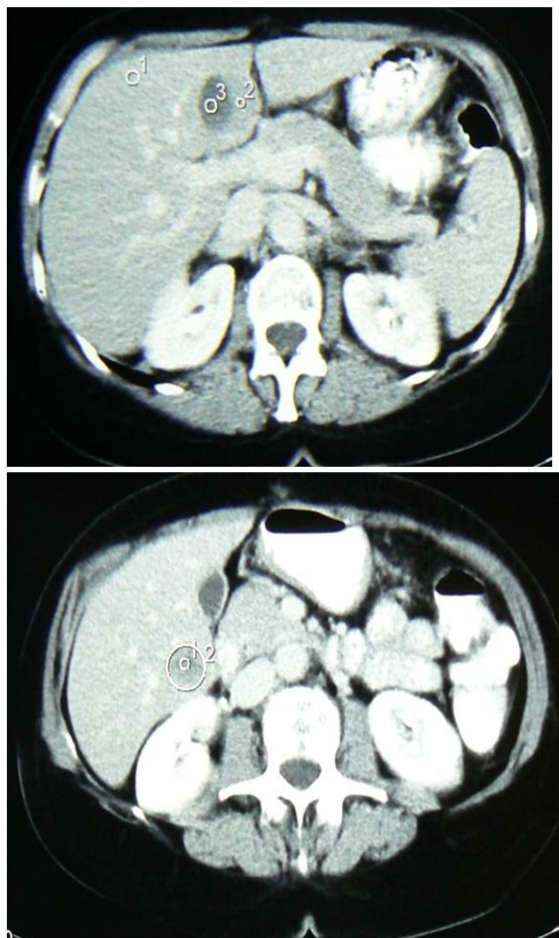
CT abdominal: metastaze hepatice multiple de carcinoid: de 55 mm în segmentul 2; de 59 mm în segmentul 5; de 53 mm în segmentul 6; 4-5 noduli de 1 cm în celelalte segmente hepatice.
